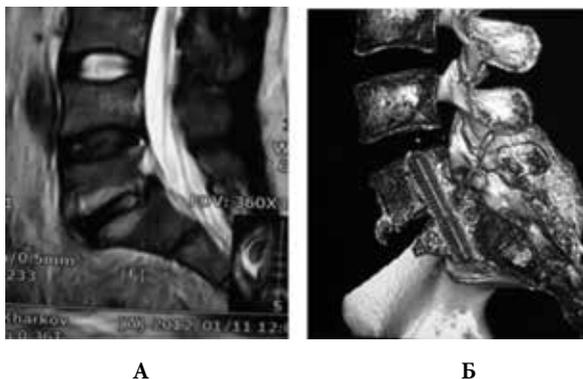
Снимки больного Н.: а – МРТ (сагиттальная проекция) до операции, б – КТ 3D после операции
